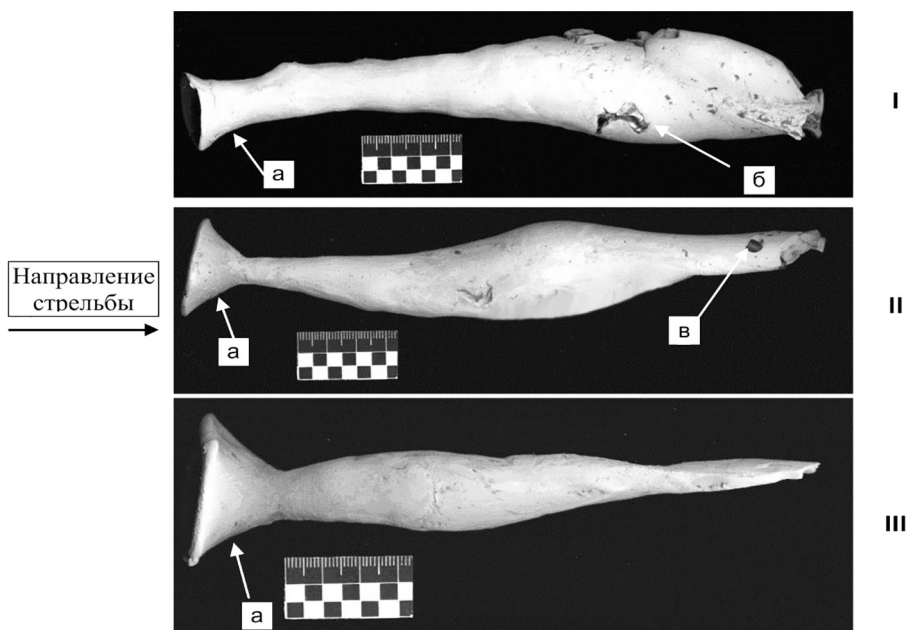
Гипсовые слепки раневых каналов в мыльных блоках при попадании 9-мм пули патрона 7Н21 из 9-мм пистолета Ярыгина с дальности 5 м (I), 25 м (II) и 50 м (III): а – зона контузии; б – фрагмент оболочки; в – сердечник пули
